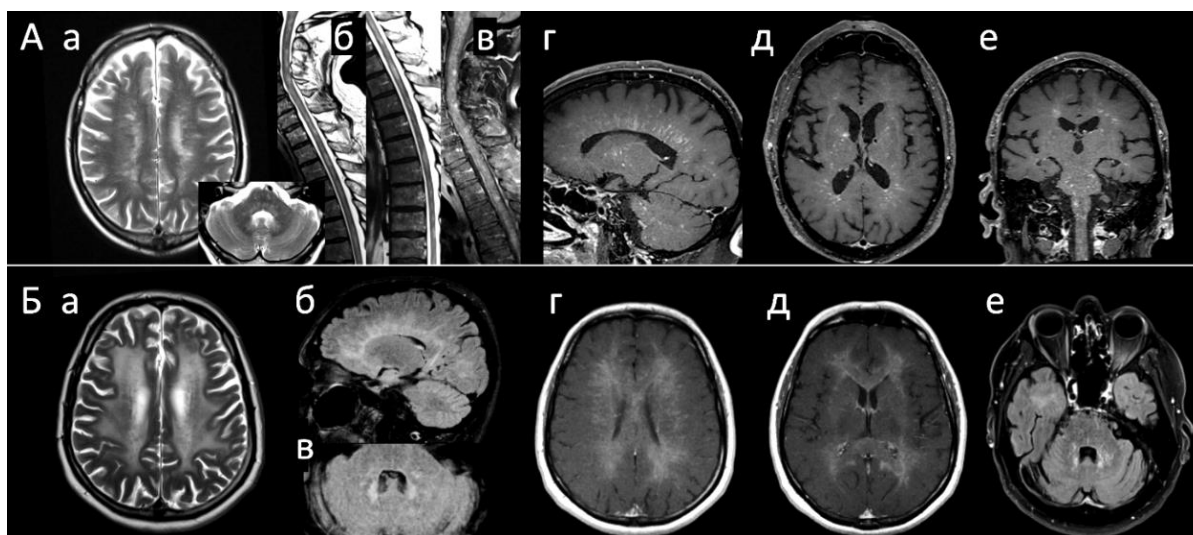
МРТ пациентов с A-GFAP-A. А – пациента *ММА*: а (T2, аксиальный срез) – множественные, местами сливные гиперинтенсивные очаги в глубоких отделах белого вещества, в мосту, продолговатом мозге, средних ножках мозжечка; б (T2-STIR, сагиттальный срез) – множественные с нечеткими контурами очаги в спинном мозге на всем протяжении; в (T1-C1+, сагиттальный срез) – точечное неоднородное накопление КВ на всем протяжении; г-е (T1-C1+, сагиттальный, аксиальный, коронарный срезы) – линейное периваскулярное накопление КВ в белом веществе полушарий, радиально боковым желудочкам, а также в стволе, ножках мозга, мозжечке. Б – пациента *БАВ*: а (T2, аксиальный срез), б, в (T2-FLAIR, сагиттальный и аксиальный срезы) – диффузные симметричные зоны повышенной интенсивности МР-сигнала с линейной исчерченностью пониженной интенсивности в белом веществе полушарий большого мозга, наружных капсулах, в проекции зубчатых ядер; г-е (T1-C1+, аксиальные срезы) – линейное периваскулярное накопление КВ в белом веществе полушарий, подкорковых структурах, варолиевом мосту, продолговатом мозге, полушариях мозжечка, средних мозжечковых ножках.
